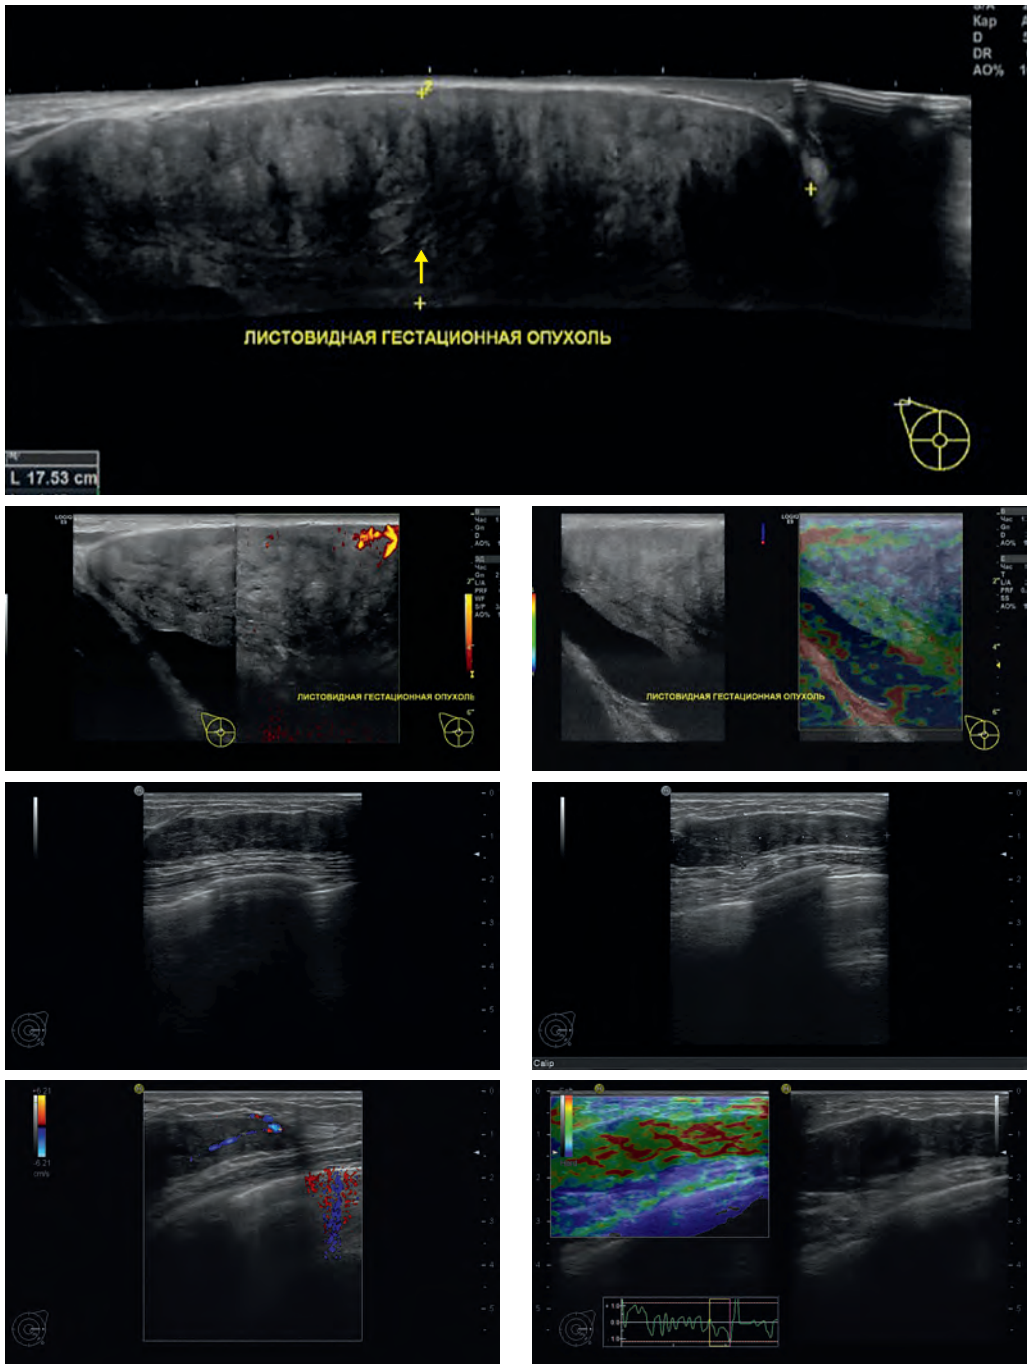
Листовидная опухоль МЖ больших размеров. Эхограммы, МПУЗИ. Визуализируется УО овальной формы крупных размеров (67×45×37 мм) пониженной эхогенности, неоднородной структуры за счет менее эхогенных участков, с ровными границами, четкими контурами, с акустической тенью (СШ), панорамное сканирование [ПС]); гиповаскулярное, со смешанным типом кровотока (ЦДК); нежесткое, мозаичного типа по Ueno (КСЭГ). US BI-RADS-3.
